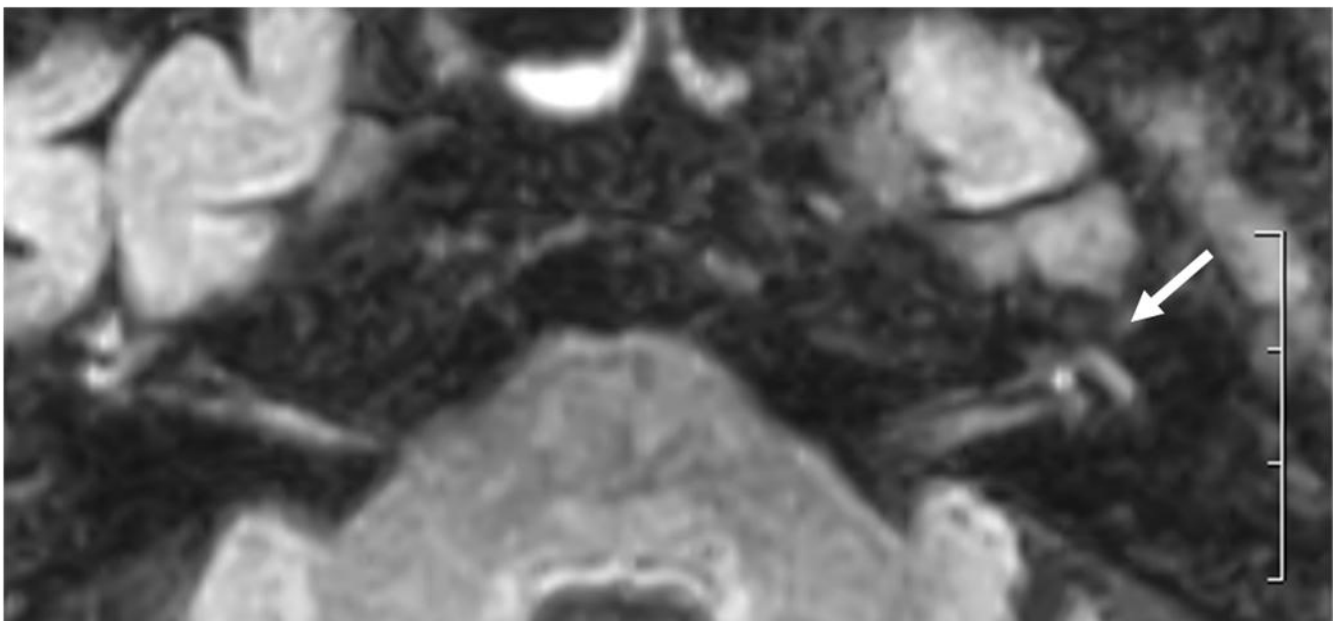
Caso clinico 2- SSNHL sinistra- RM 3T, sequenza T1 senza contrasto, scansione assiale: piccola area puntiforme iperintensa localizzata nella porzione esterna del secondo giro cocleare sx.
